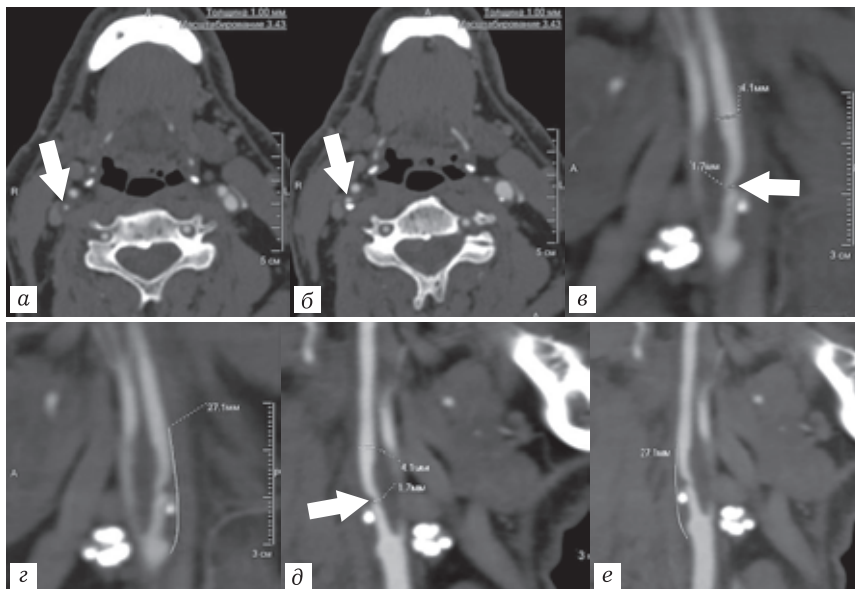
КТ-ангиограммы: *а, б* — анализ состояния ВСА на аксиальных изображениях; *в, г* — построение мультипланарной реконструкции по ходу длинной оси ВСА для выведения атеросклеротической бляшки; *д, е* — использование программы для углубленного анализа сосудистого русла. Выраженное сужение ВСА (белые стрелки) за счет комбинированной бляшки. Идентичные измерения при использовании обоих способов оценки протяженности бляшки, степени сужения просвета артерии
